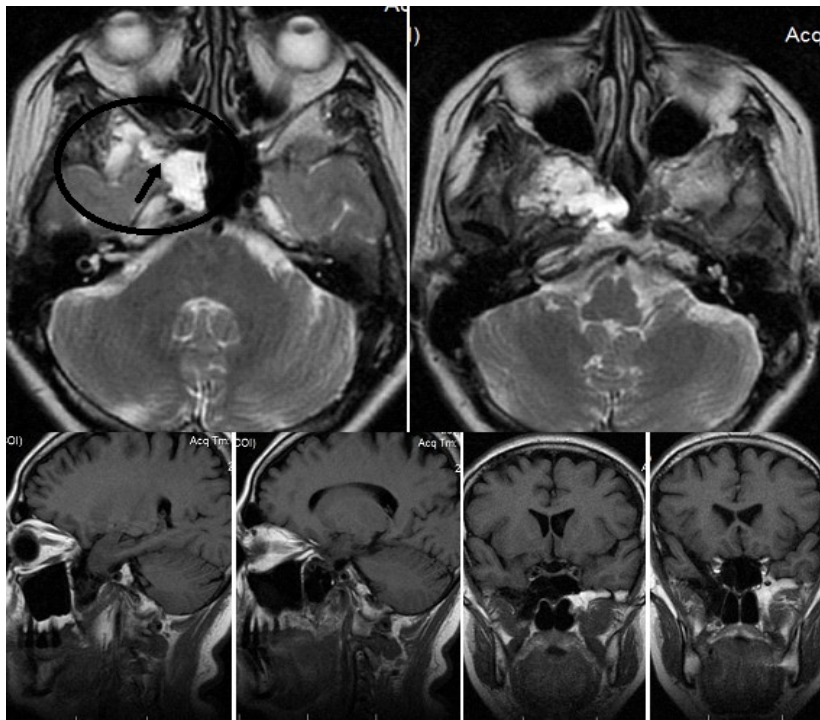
Предоперационная МРТ. Стрелкой показан дефект основания черепа, через который менингоцеле распространяется в клиновидную пазуху.).
